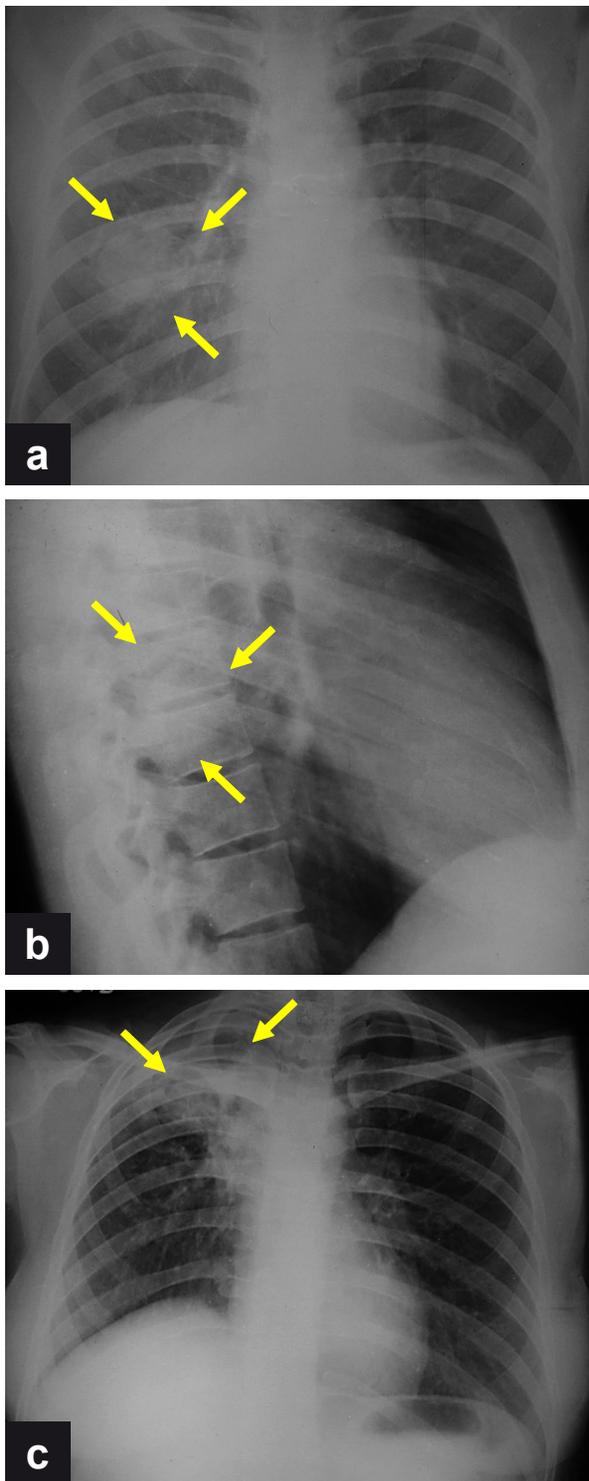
Se aprecia una cavidad pulmonar de paredes gruesas, que contiene una masa redondeada, rodeada por un halo aéreo (signo de Monod). (a) Radiografía de tórax posteroanterior (caso 1); (b) proyección lateral derecha se observa que la lesión cavitaria ocupada se proyecta sobre el segmento 6 del lóbulo inferior (caso 1). (c) Radiografía de tórax posteroanterior (caso 2), se aprecia que la cavidad pulmonar ocupada se ubica en el tercio superior del hemotórax derecho.
